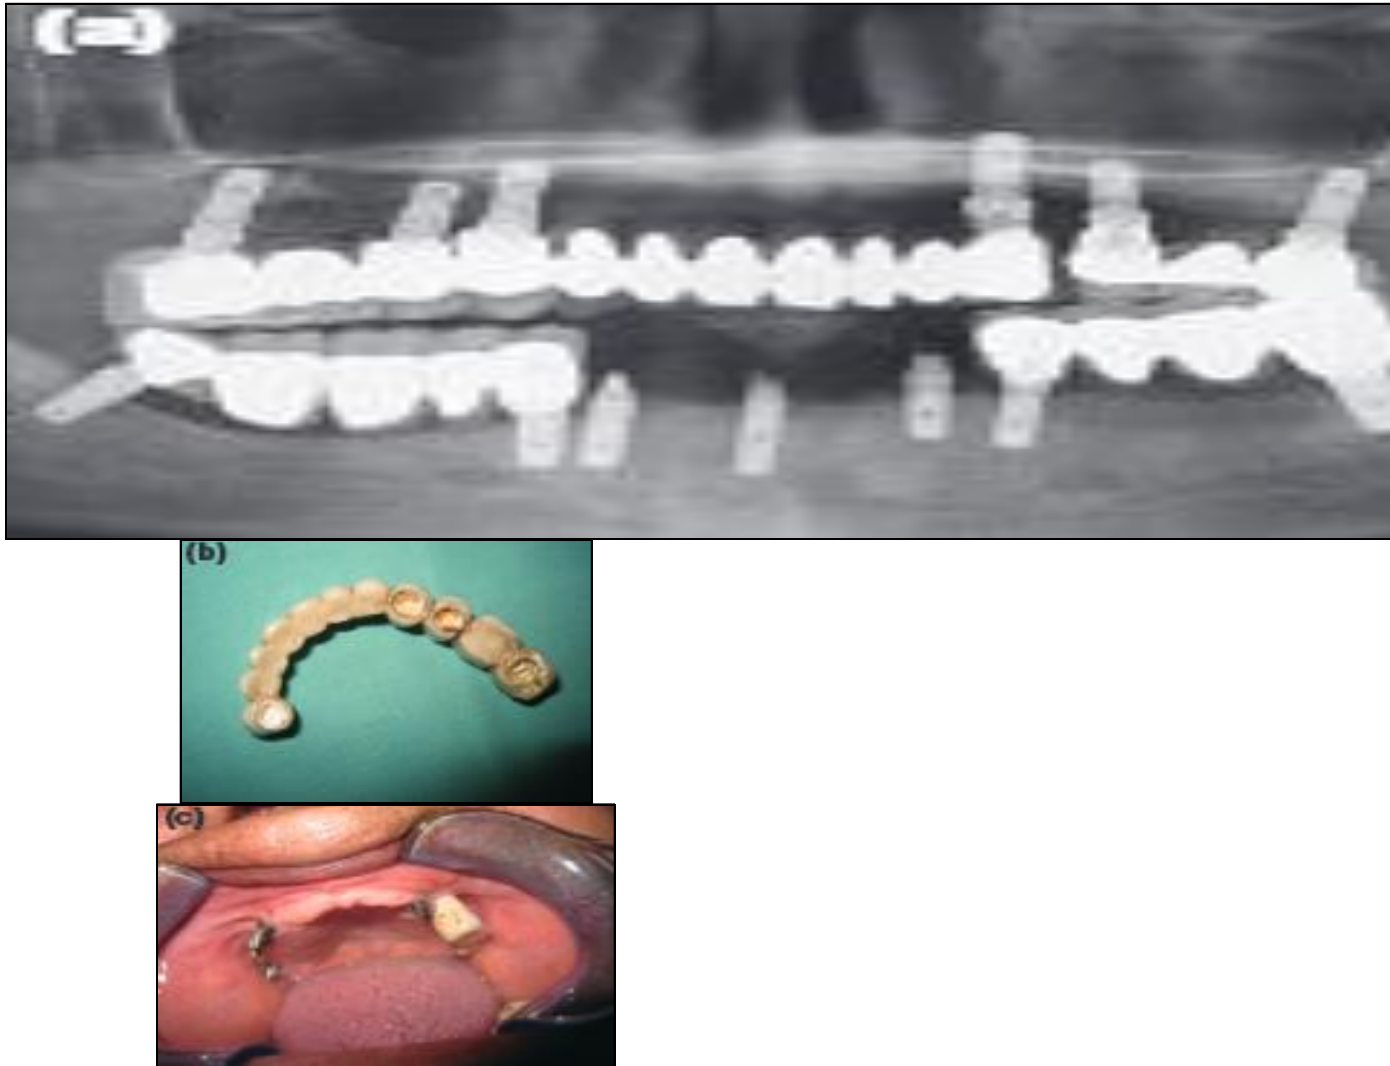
Mise en évidence des implants maxillaires et mandibulaires à l'aide d'une radiographie panoramique dentaire (Source : Barrowman et coll., 2010)
